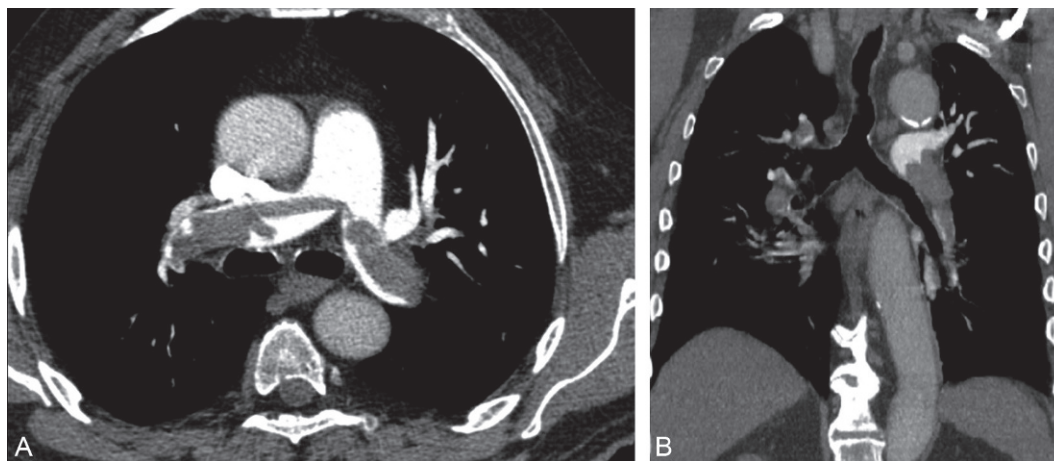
Angio-TDM des artères pulmonaires mettant en évidence une embolie proximale bilatérale en incidence axiale (A) et en MPR coronal (B).
